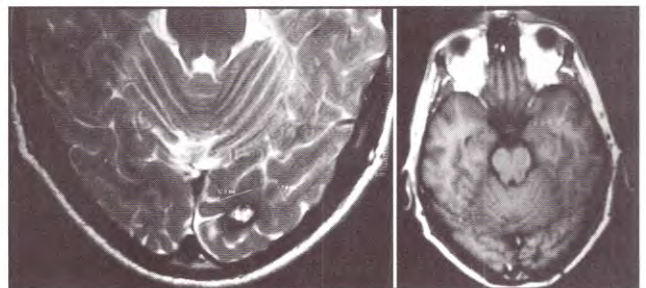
RMN A: corte axial ponderado en T2 que muestra lesión de 12 x 7,4 mm a nivel occipital izquierdo. B: corte axial ponderado en T1, sin gadolinio, donde se observa el control postoperatorio sin evidencias de persistencia.
